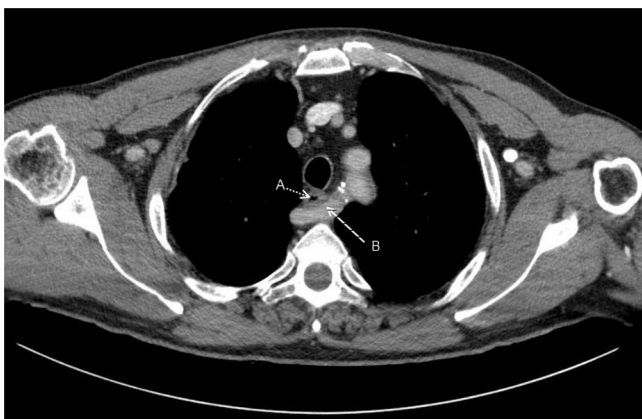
Neck CT scan. (A) Esophagus and (B) *arteria lusoria*.
